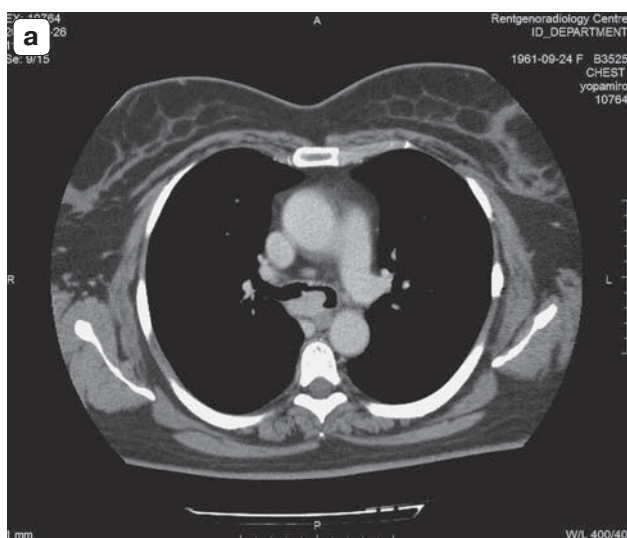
МСКТ-изображения аденомы карины трахеи. а – МIP, аксиальный срез, деформация карины трахеи за счет образования однородной структуры; б – ВБ, в области карины определяется правильной формы с гладкой поверхностью образование.
